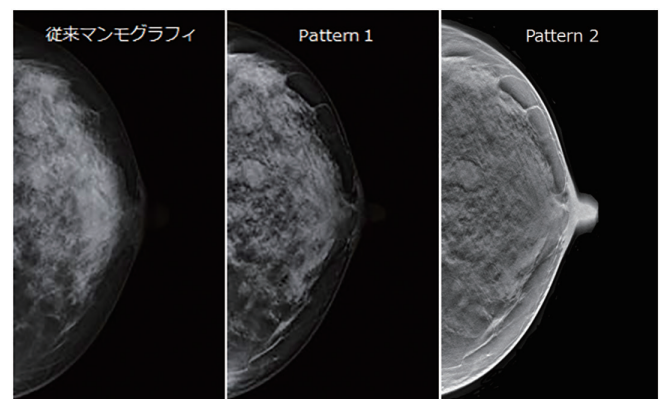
(left) Conventional mammography, (center) pattern-1 image quality similar to conventional mammography, and (right) pattern 2 image quality similar to CT imaging
